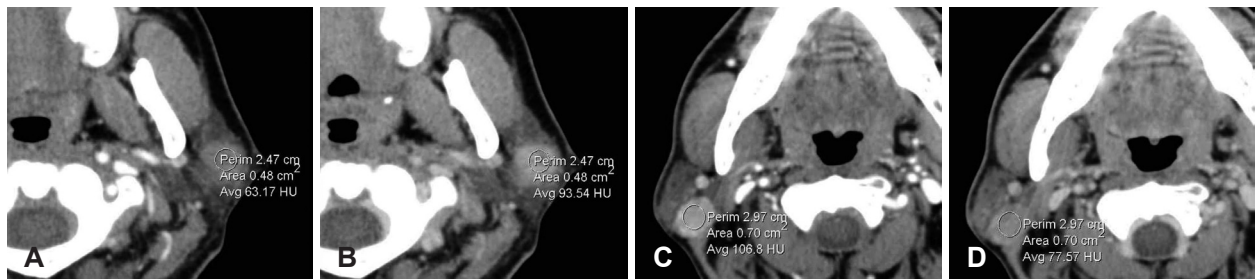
Axial CT shows left pleomorphic adenoma. Early phase (30 sec)(A), delayed phase (120 sec)(B) and right Warthin's tumor early phase (30 sec)(C), delayed phase (120 sec)(D). Hounsfield unit (HU) measured with same location and same range in each phase. Pleomorphic adenoma shows increased enhancement at delayed phase scanning. Warthin's tumor shows decreased enhancement at delayed phase scanning. CT: computed tomography.
